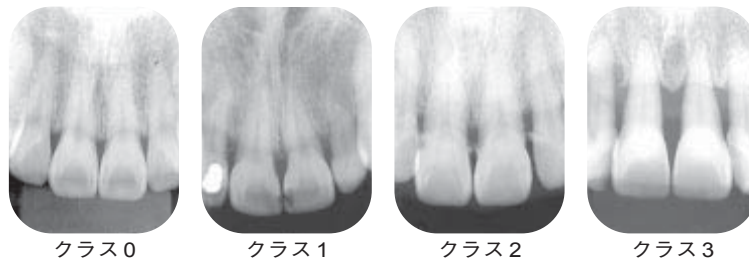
歯周病進行度については, X線的に観察した骨吸収の程度により4段階にクラス分けした。左からクラス0:骨吸収なし, クラス1:歯根の1/3未満の骨吸収, クラス2:歯根の1/3以上1/2未満の骨吸収, クラス3:1/2以上の骨吸収。
